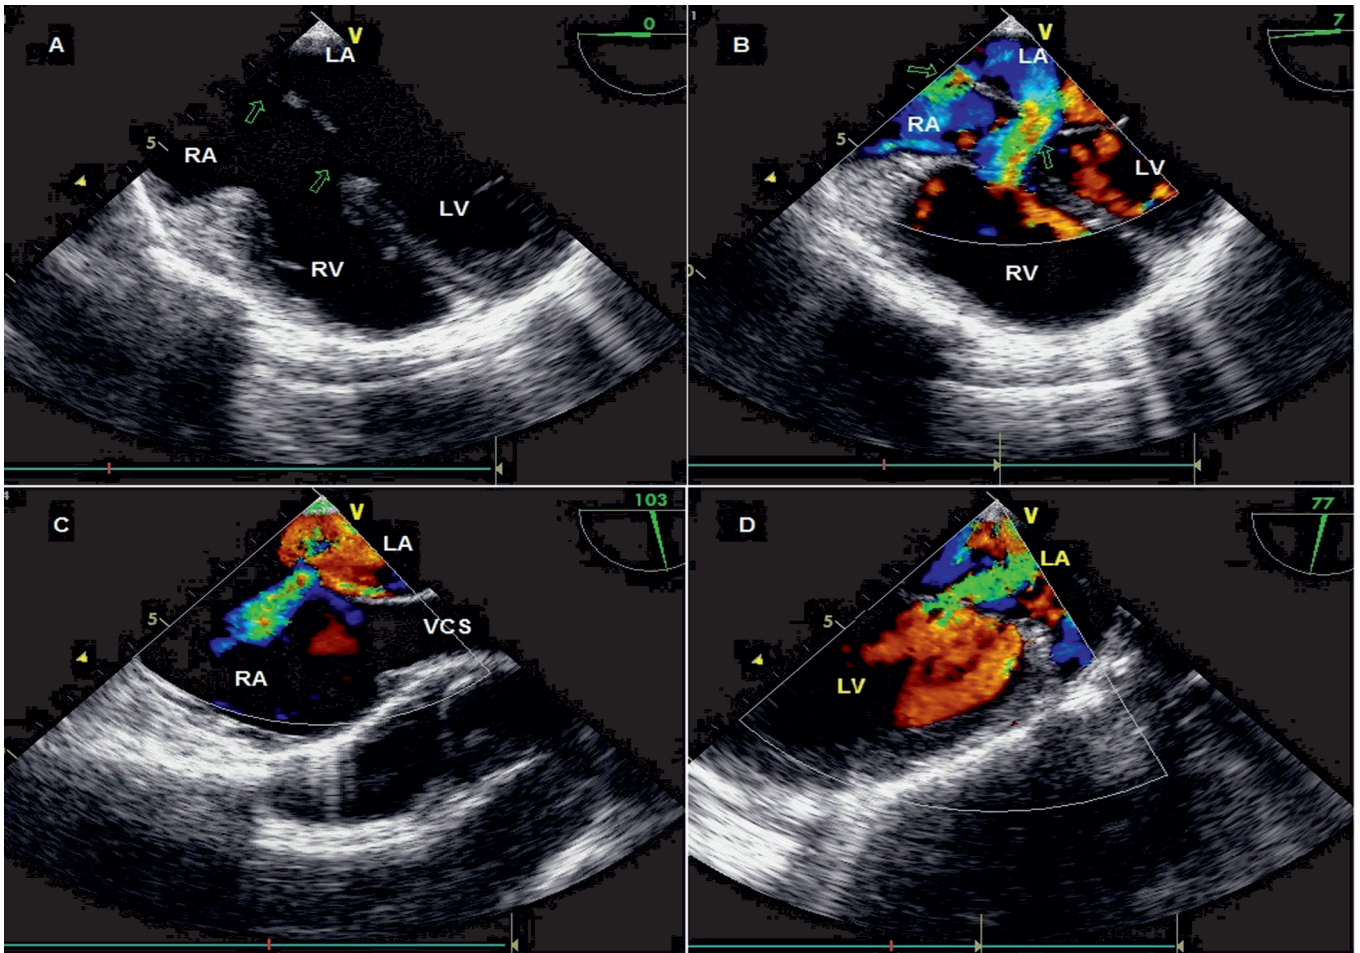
Transesophageal echocardiographic (TEE) four-chamber view showing ostium primum and secundum defects (arrows) 2B: TEE four-chamber view demonstrated left to right shunt with color Doppler (arrows) 2C: TEE bicaval view showing ostium secundum defect 2D: TEE two-chamber view showing mitral regurgitation
